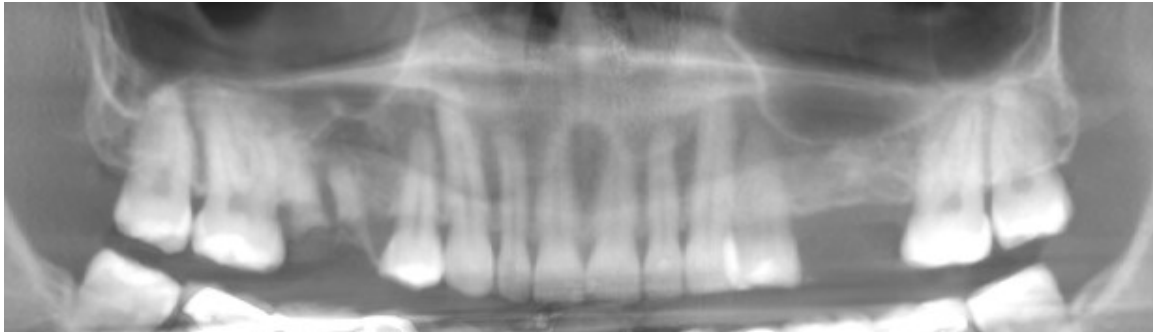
Radiografía previa a la cirugía en la que se observa neumatización de ambos senos maxilares e infección periapical asociada al resto radicular de la pieza 1.6.
